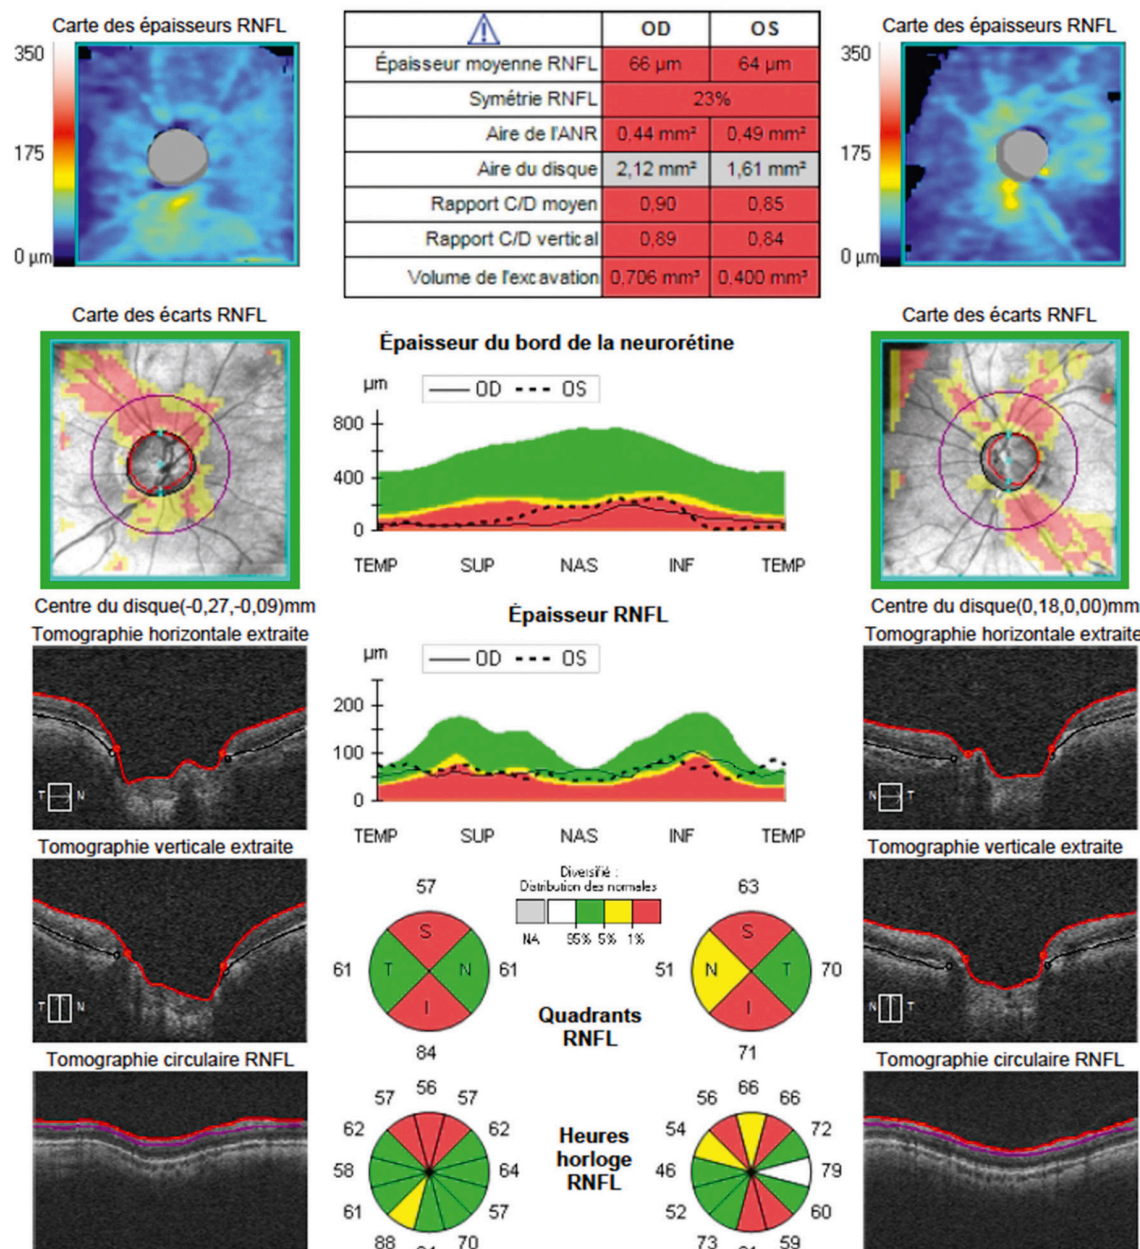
Mesure de l'épaisseur des fibres optiques à la papille par tomographie en cohérence optique (OCT).
